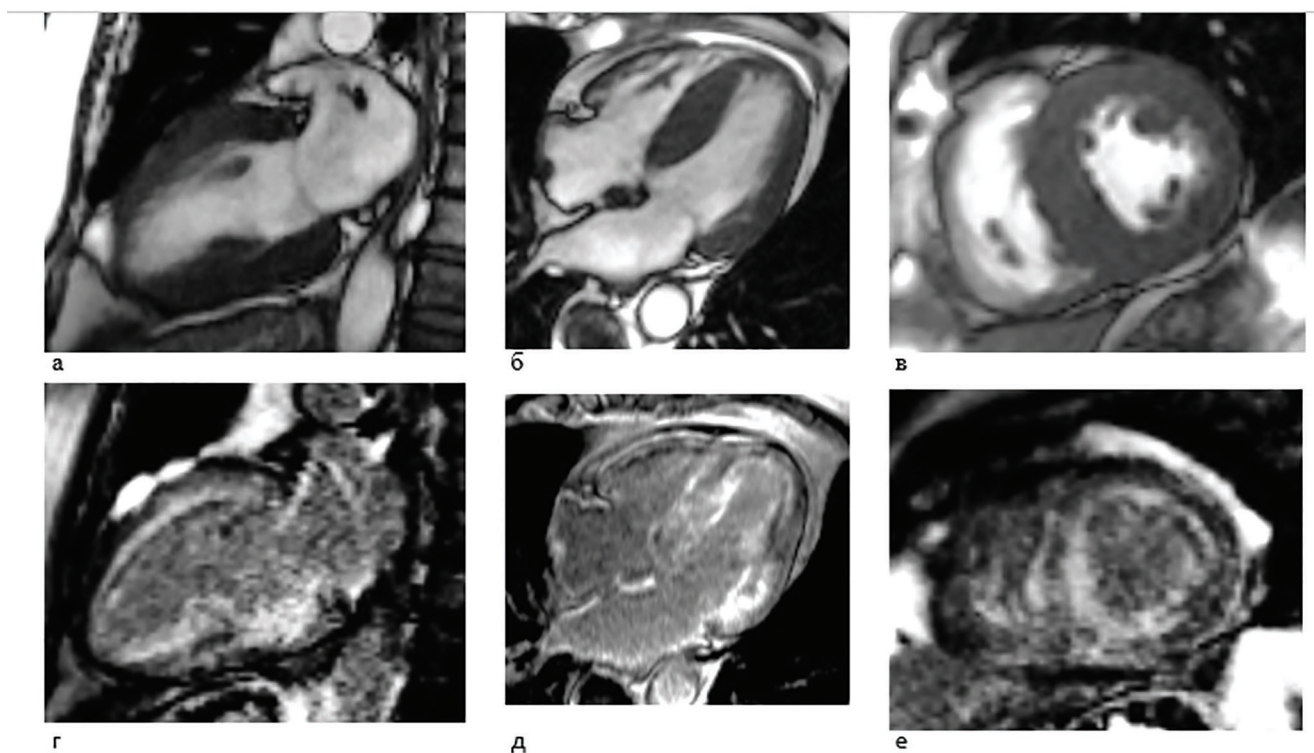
МРТ сердца у больных с амилоидной кардиомиопатией.
